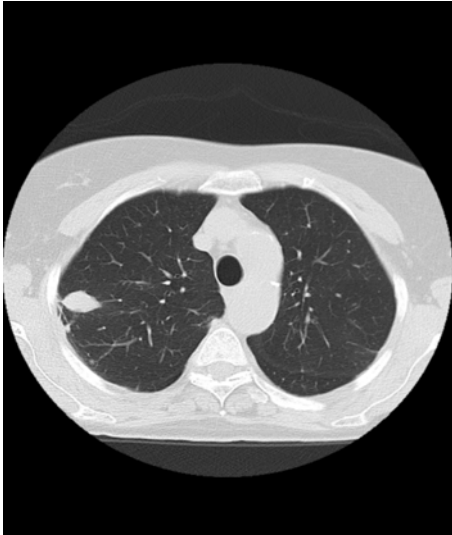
TAC torácico: Nódulo pulmonar en LSD. Figura 2. TAC torácico: Infiltrado pulmonar en LSD.
